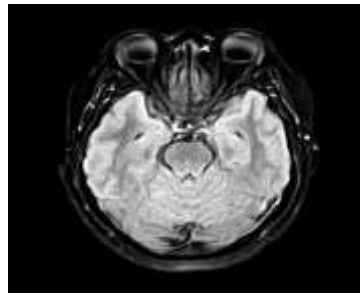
Hasil citra MRI Brain irisan axial, sekuen T2 Weighted Turbo Spin Echo (TSE)
